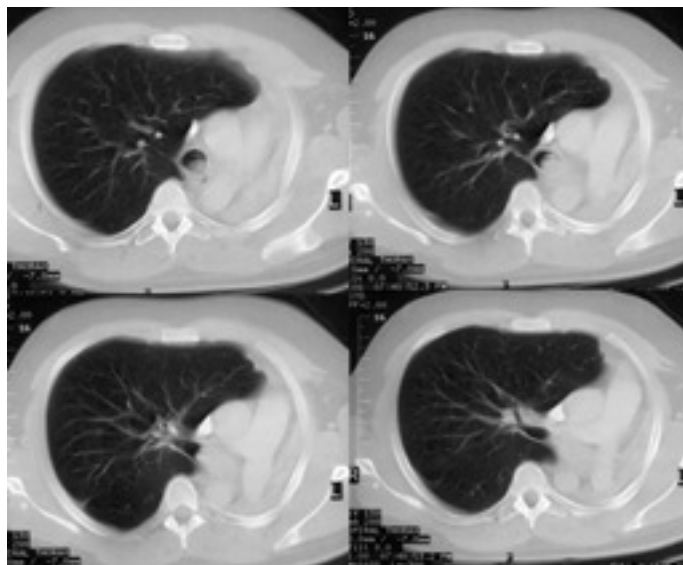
TC torácico, ventana del pulmón.
